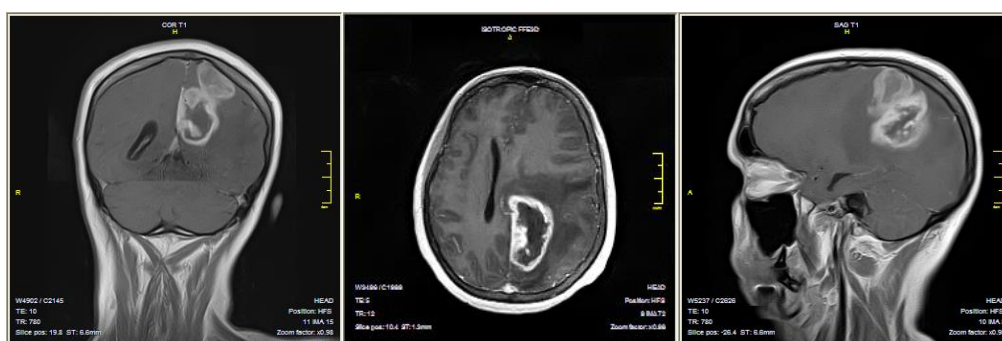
МР-томограмма головного мозга больного Т., 43 года с контрастированием. В левой затылочной доле имеется внутримозговое объемное образование
